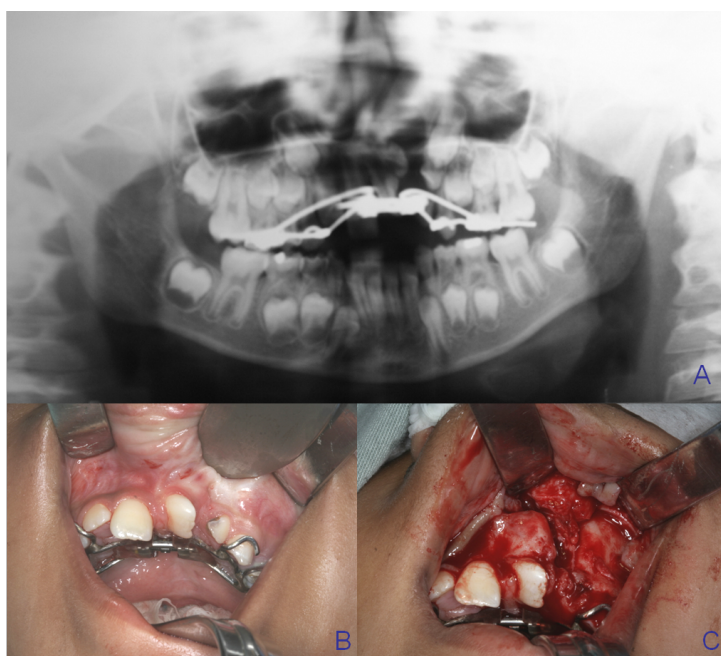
RADIOGRAFIA PANORÂMICA DEMONSTRANDO A FISSURA UNILATERAL ESQUERDA; FIGURA 4B - ASPECTO INTRA BUCAL DA FISSURA; FIGURA 4C - MUCOSA INCISADA E REALIZADO DESCOLAMENTO SUBPERIOSTEAL EXPONDO A FISSURA ALVEOLAR.
